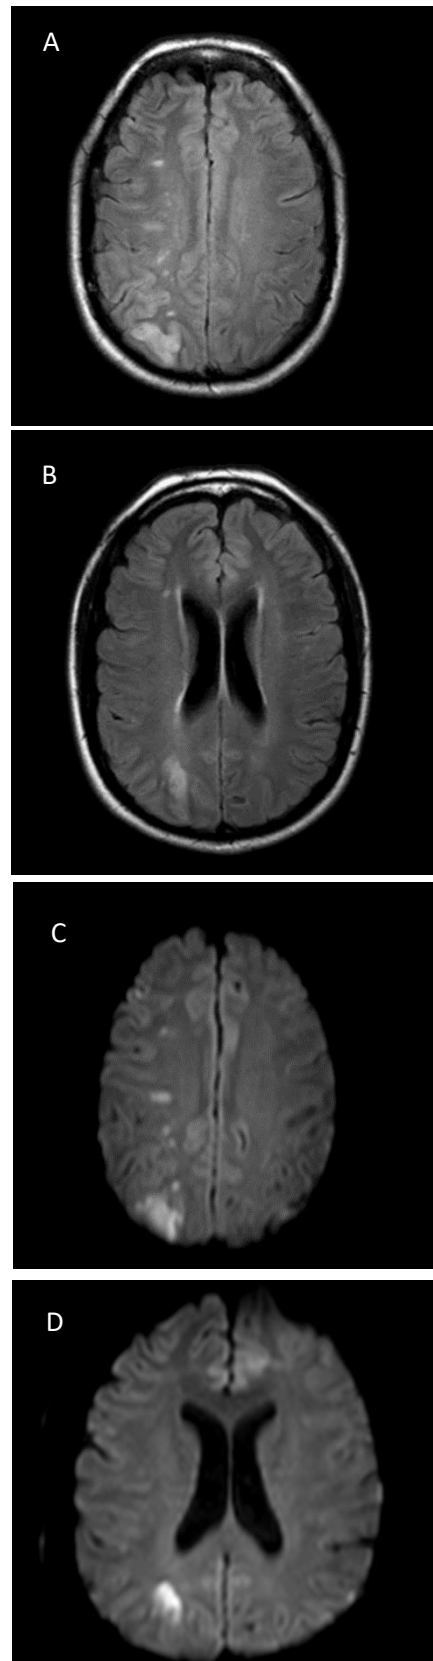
RM-CE: A e B em ponderação FLAIR; C e D em ponderação DWI. Observa-se sinal hiperintenso no lobo parietal (A e C) e transição parieto-occipital (B e D).
